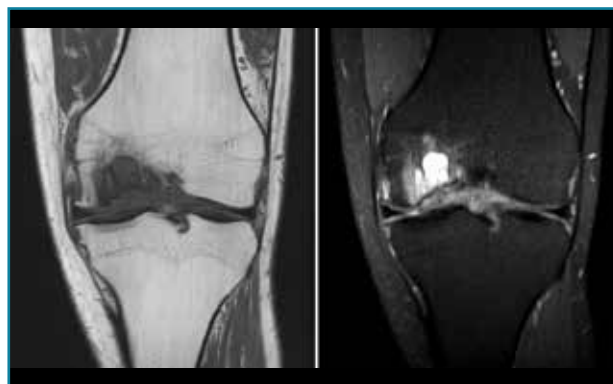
Corte de secuencia T1 y T2 Fat-Sat coronal de resonancia magnética: gran osteocondritis en el cóndilo femoral interno con edema en la medular adyacente.
